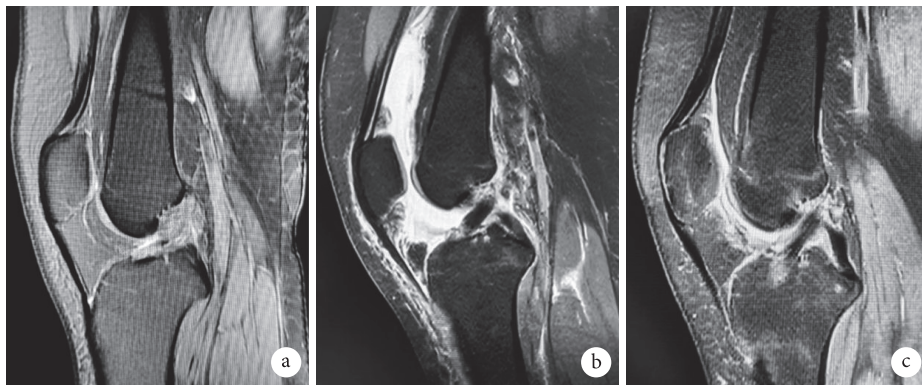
I.D.E.A.L组患者,女,25岁,右膝关节ACL重建手术前后MRI a.术前;b.术后1周;c.术后12个月
